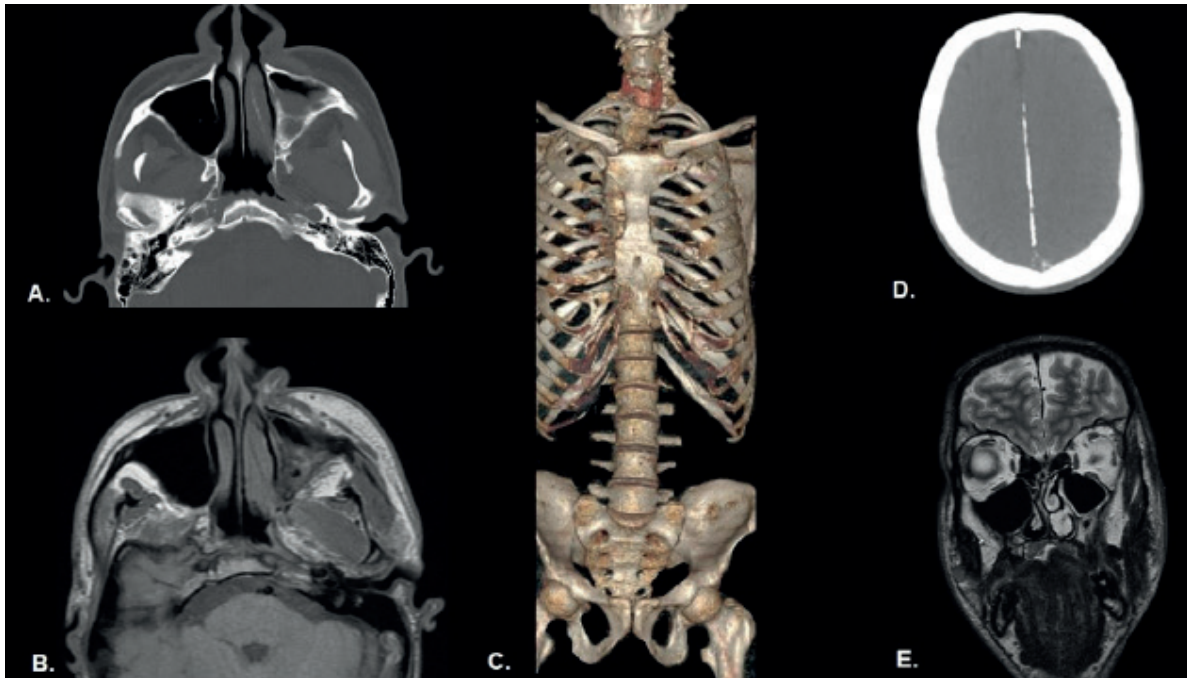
(A) TC axial, con imagen hipodensa central que insufla la cortical hacia la región maxilar izquierda; (B) RM T2WI: se constata imagen iso-hiperintensa hacia la región maxilar ipsilateral; (C) Reconstrucción en 3D TC: Presencia de costillas bifidas y escoliosis a nivel cervical; (D) TC axial: calcificación de la hoz cerebral, y (E) RM coronal T2WI: Ausencia de señal hacia la hoz cerebral con queratoquiste.
